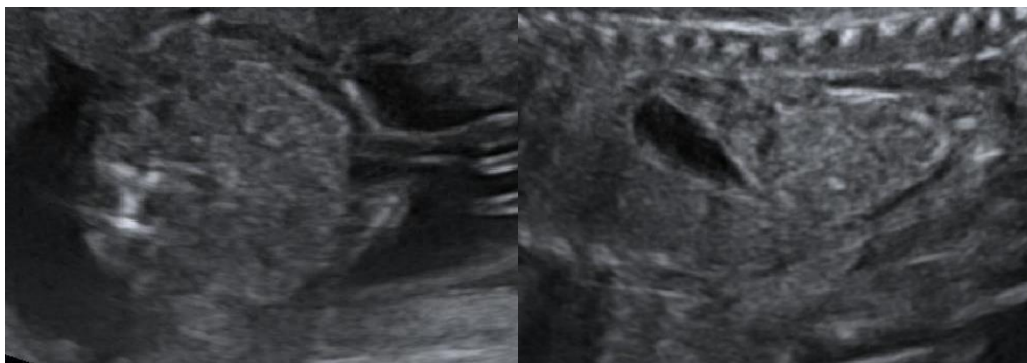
anses grêles normales en échographie vers 22SA. A gauche : coupe axiale transverse située sous la coupe de mesure du périmètre abdominal. A droite : coupe parasagittale avec anses grêles situées sous l'estomac.
